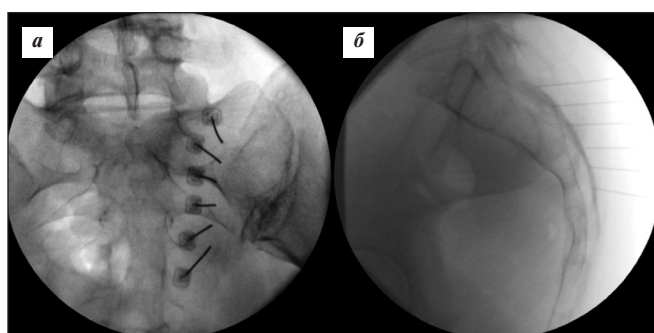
Интраоперационные рентгенограммы в прямой (а) и боковой (б) проекциях. Канюли для РЧД установлены вдоль наружного края крестцовых отверстий S<sub>I–III</sub>
